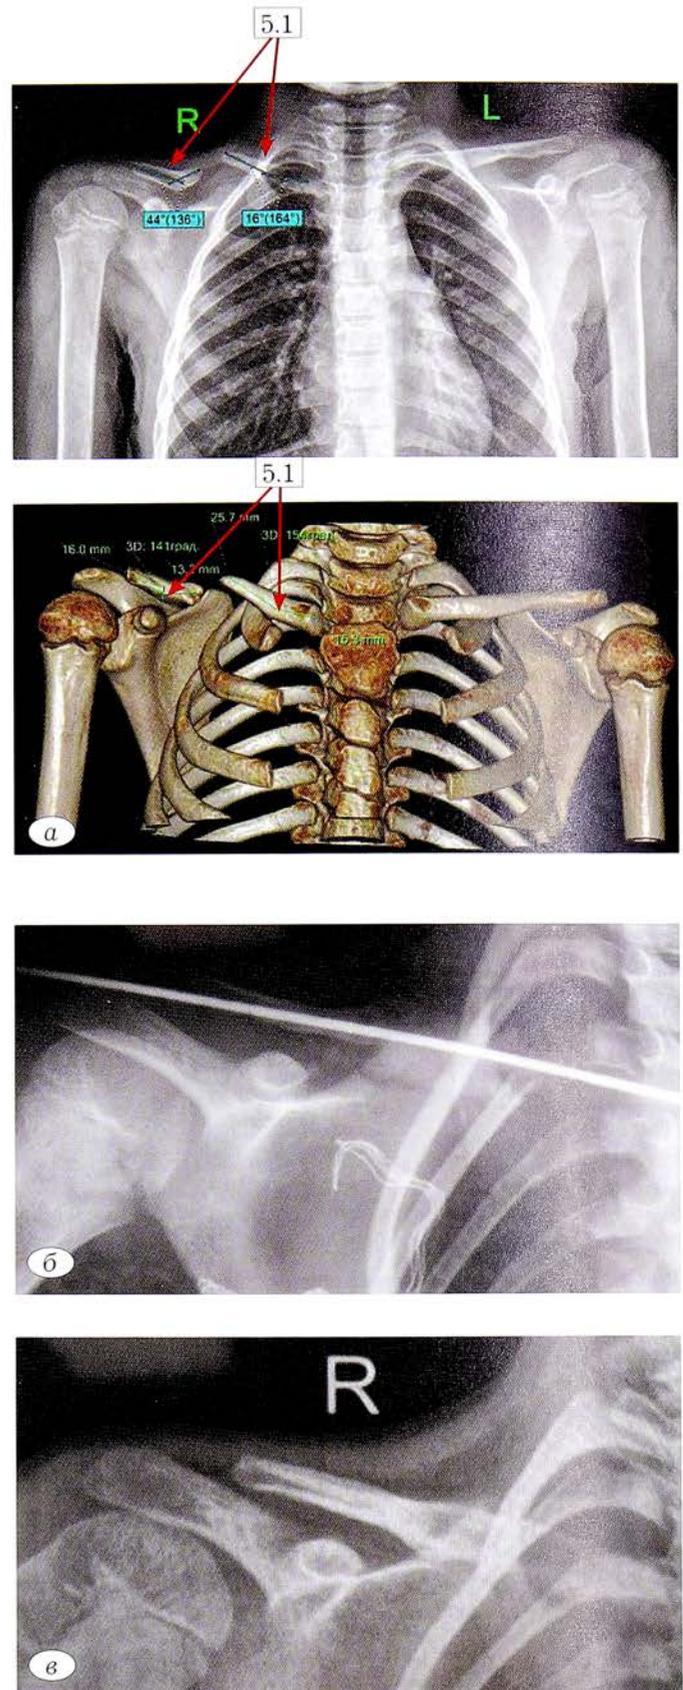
Пациент И. Клиническое наблюдение. Рентгенограмма и КТ до лечения (5.1 — вершины деформаций фрагментов ключицы); б — рентгенограмма интраоперационно; в — рентгенограмма через 1 год после операции.
